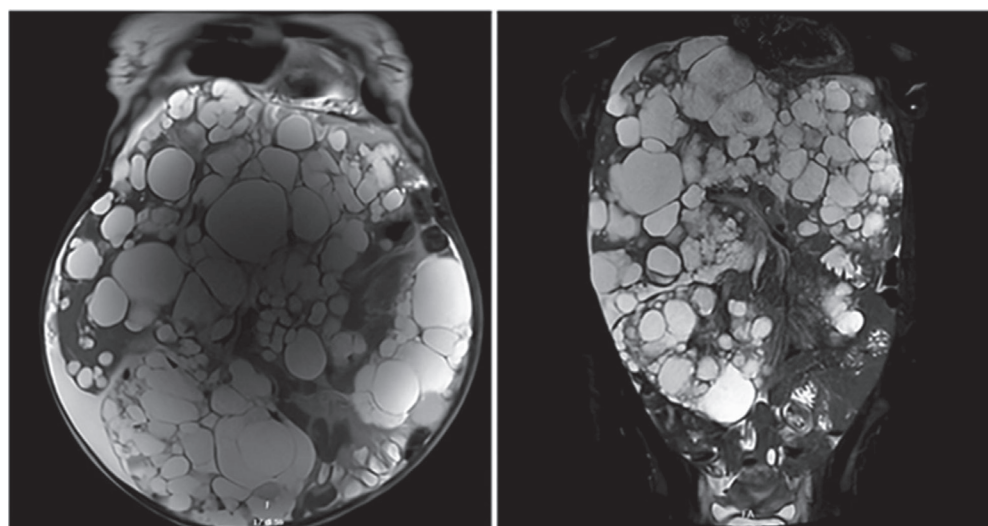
Fenotipo pronunciato di ADPKD: due casi di severa organomegalia valutati mediante RM.
